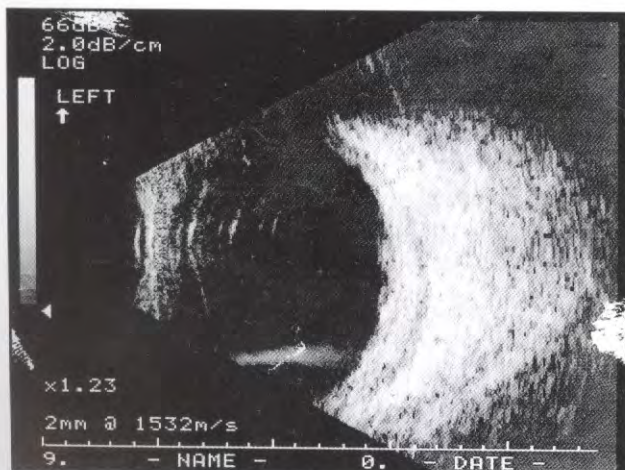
Na ultrassonografia do olho esquerdo notamos espessamento uveo-escleral e líquido seroso nos espaços da Tenon.
